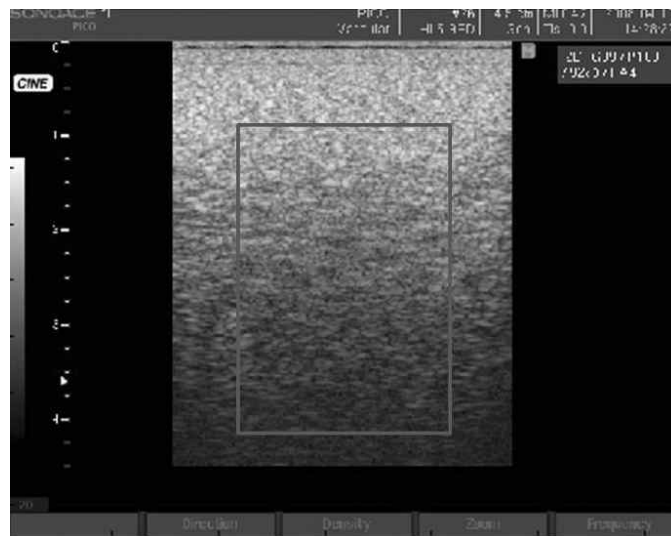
초음파 B 모드 영상으로 나타낸 팬텀의 스펙클 영상
